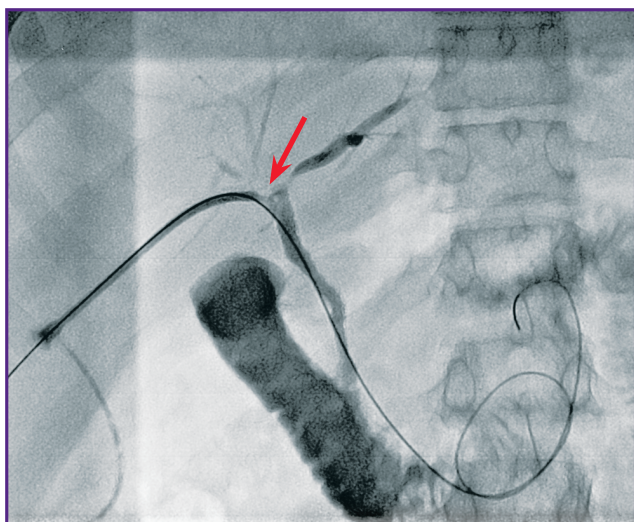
Рентгенограммы пациента Б., 37 лет; 42 мес после ортотопической трансплантации печени:
